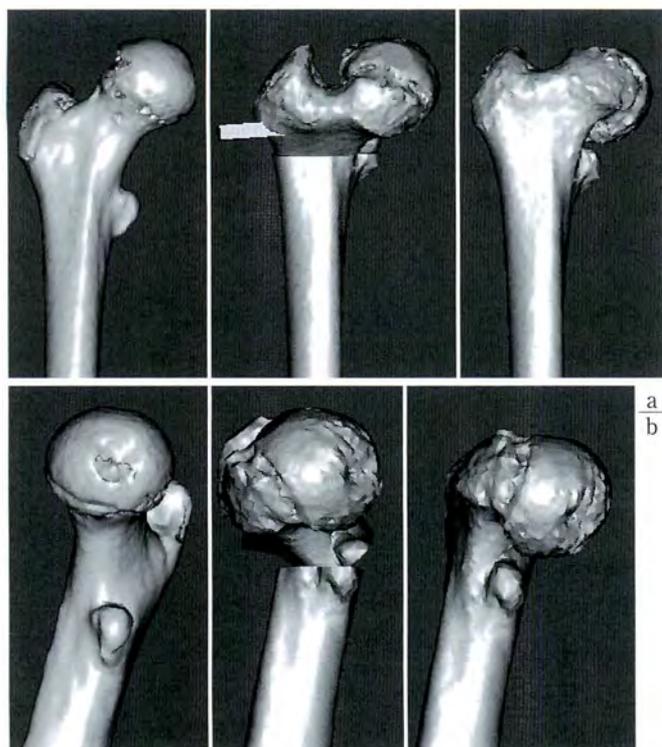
術前 CT データより再構築した 3D 画像
